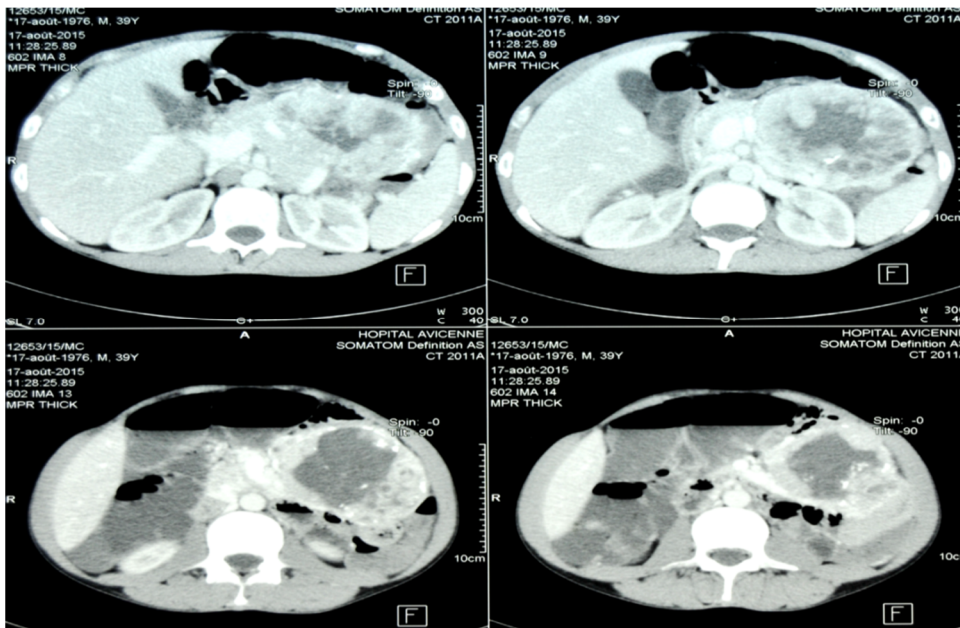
TDM après injection de produit de contraste- Prise de contraste au niveau de la masse pancréatique
